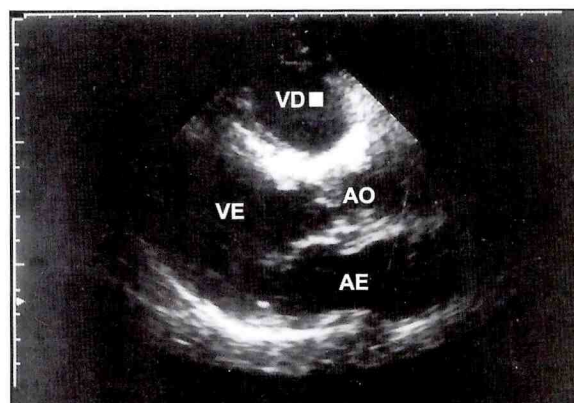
Ecocardiografia revelando ausência de vegetação (pós-tratamento). VD = Ventrículo direito; VE = Ventrículo esquerdo; AO = Artéria aorta; AE = Átrio esquerdo.
